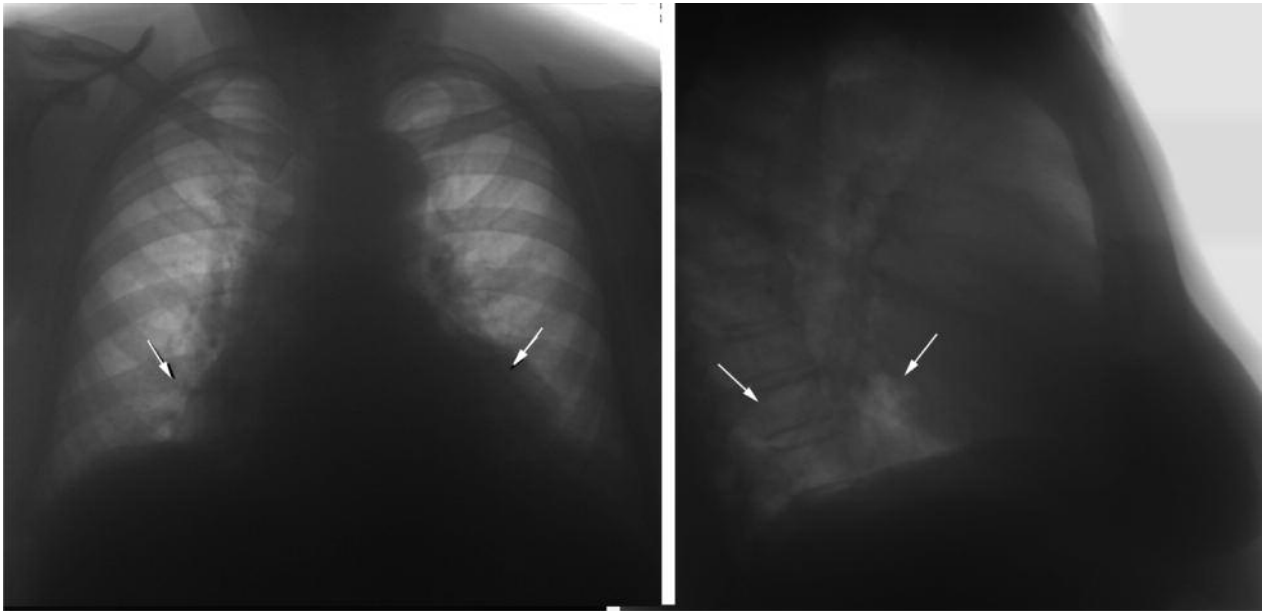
Грижа стравохідного розтвору діафрагми зі зміщенням шлунка в порожнину грудної клітки: позаду серця визначається велика ділянка неоднорідної структури (рентгенографія).
